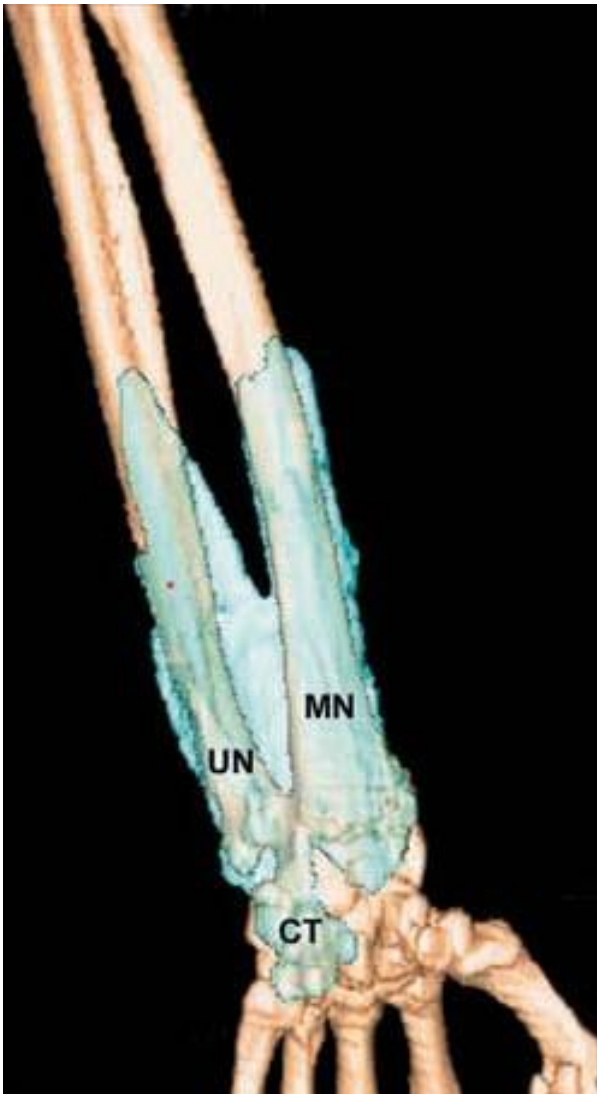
Distribución del líquido inyectado después del bloqueo de la muñeca. CT = túnel carpiano, MN = nervio mediano, UN = nervio cubital.
